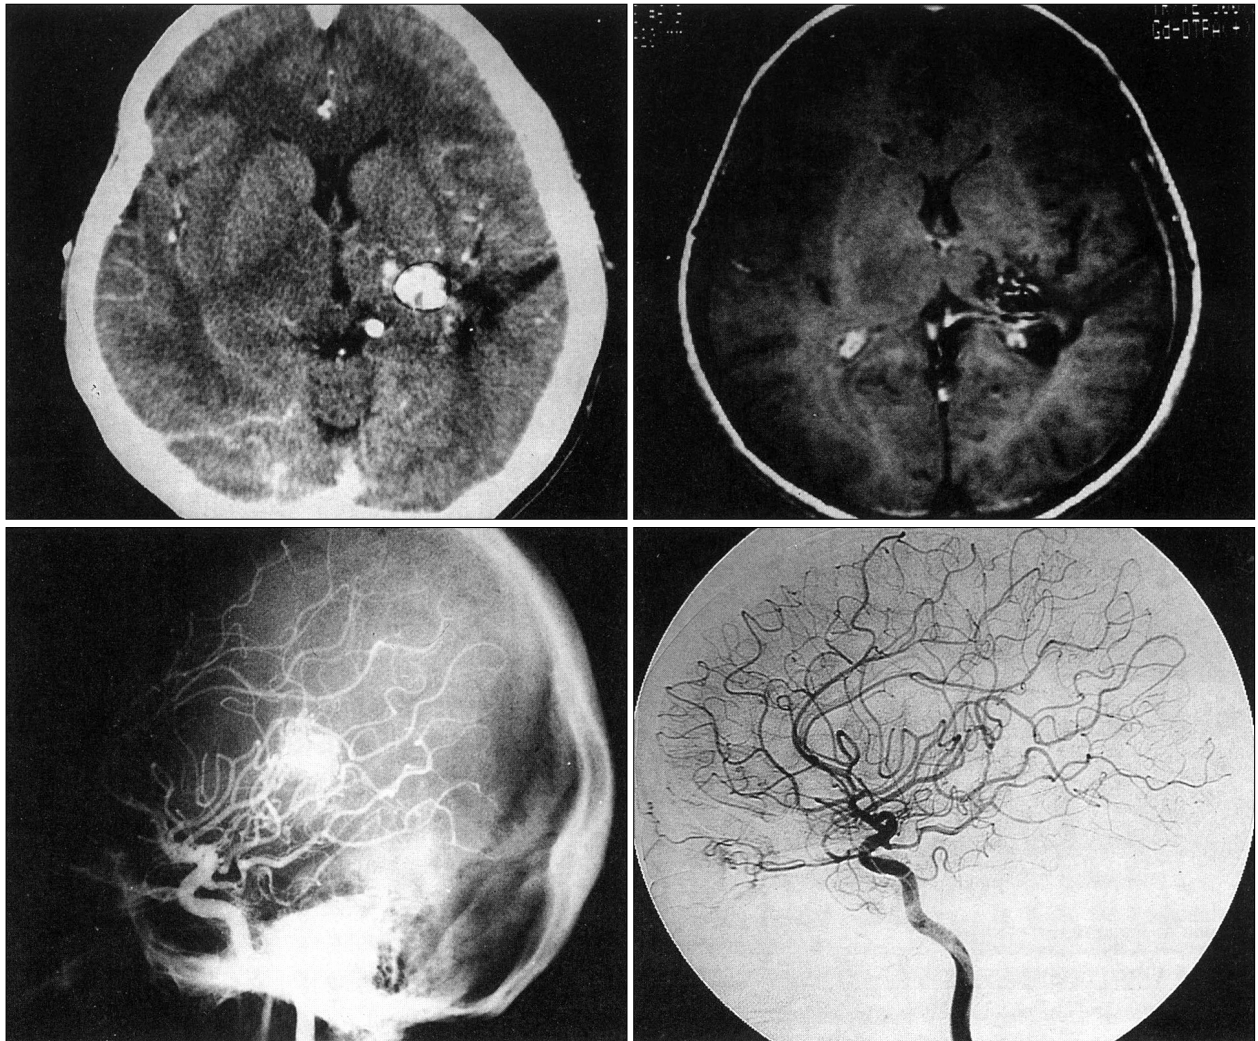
A 32 year-old female with left thalamus AVM. Small-sized AVM(20mm) is fed by middle cerebral artery. At the time of treatment, 2500cGy were delivered at the center of the target(80% isodose) with a 20mm field. Upper, contrast-enhanced CT scan(left) and MR imaging(right) before radiosurgery. Lower, angiogram before(left) and after(right) radiosurgery. Angiographic follow-up 2 years showed complete obliteration of arteriovenous malformation.
